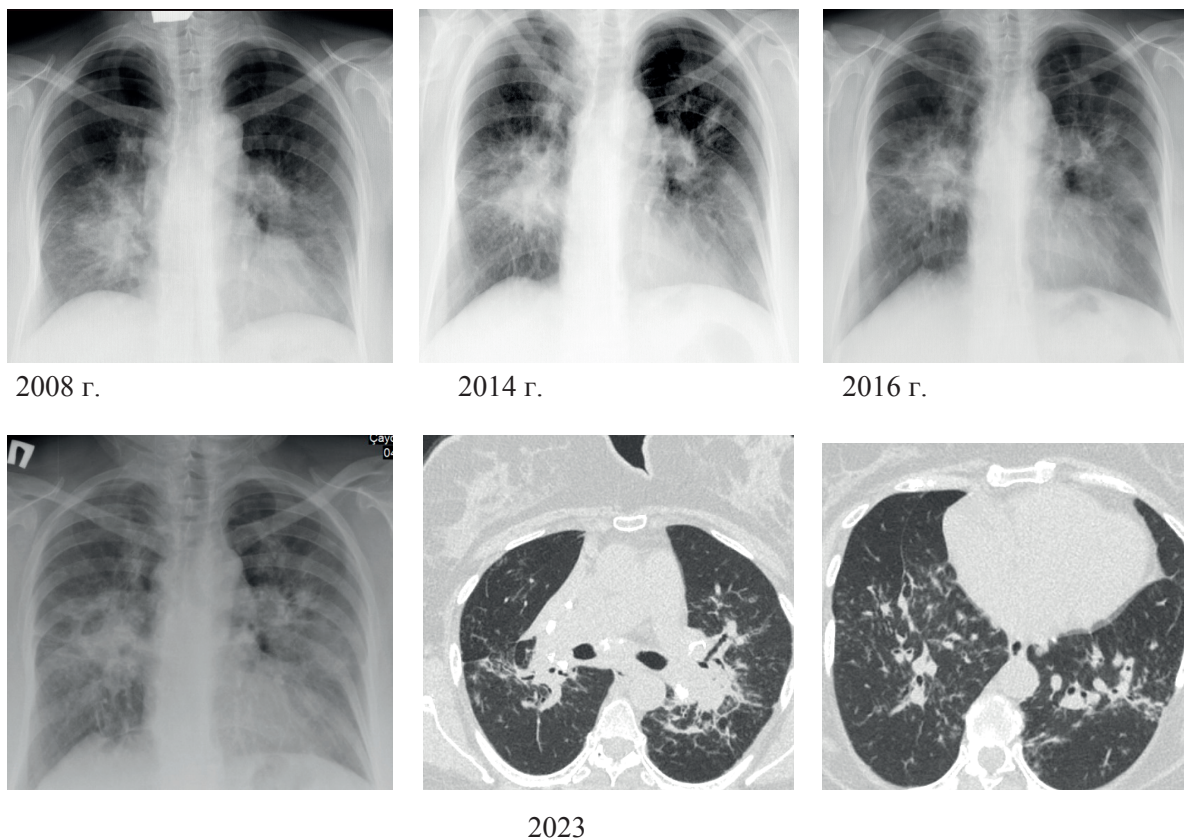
Рентгенограммы органов грудной клетки и компьютерная томограмма (описание в тексте)
